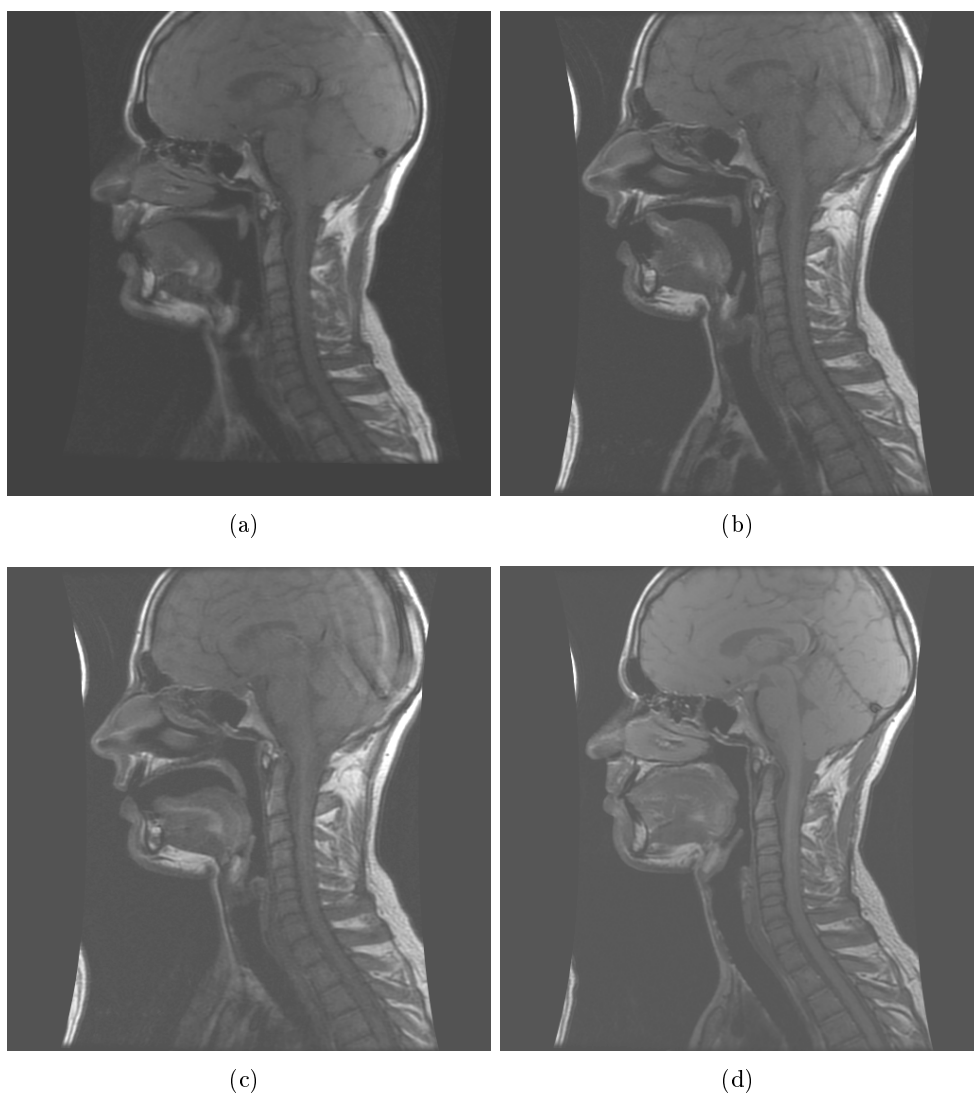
Exemples d'images IRM acquises (coupes médiosagittales) : (a) /i/ (b) /l/ au début de l'articulation du /la/ (c) /â/ (d) IRM de référence, position au repos.
